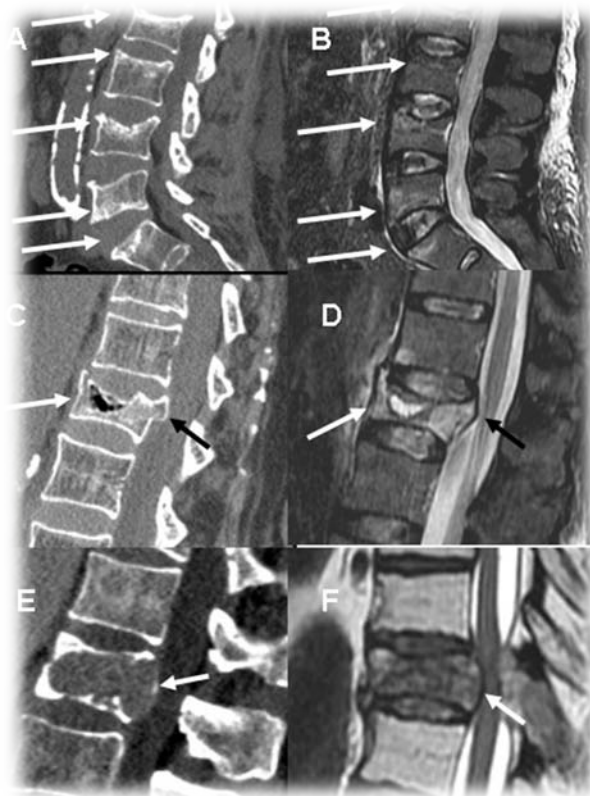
A-D. Fracturas por insuficiencia en osteoporosis. TC sagital con bandas de esclerosis subcondral (A) que se corresponde con patrón de edema en banda en secuencia sagital STIR (Flechas) (B). TC sagital (C) y RMN sagital STIR (D) demostrando una hendidura intravertebral (flecha) y retropulsión del margen posterosuperior.
